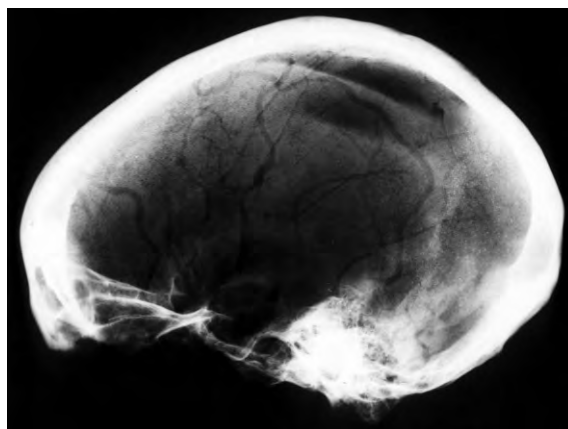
Radiografia lateral del mateix individu, que permet apreciar les dues àrees d'aprimament.
